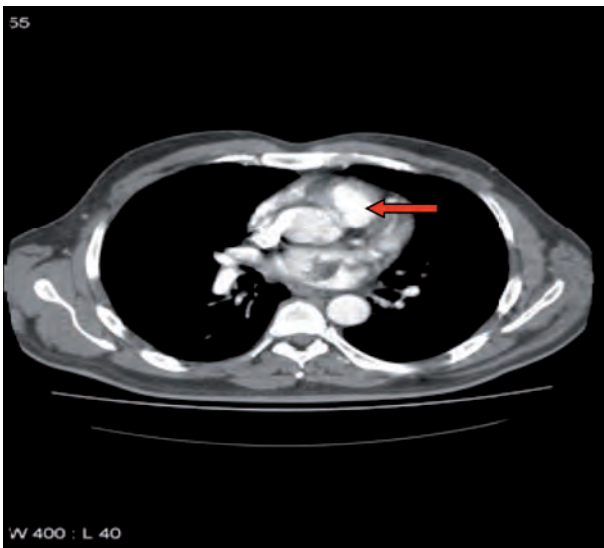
Imagen de angio-TC del mixoma en aurícula izquierda.
